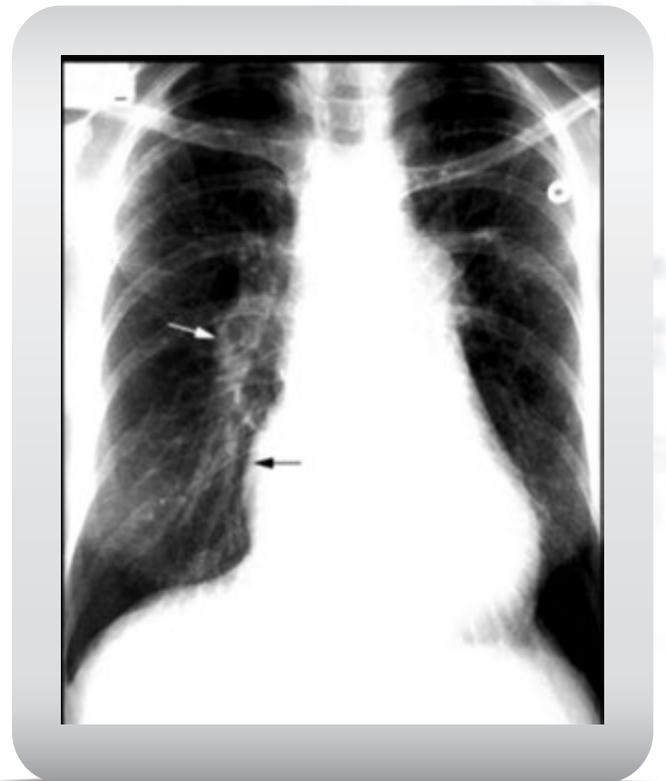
Radiografía de tórax en la hipertensión pulmonar.
